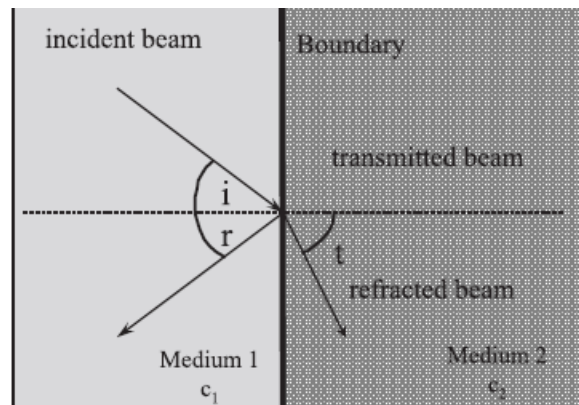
Reflexión y refracción de las ondas de ultrasonido. Cuando el ultrasonido incide de manera oblicua a la interfase de dos materiales de diferente impedancia acústica, la onda se refleja y se transmite como se muestra: i : ángulo de incidencia; r : ángulo de reflexión; t : ángulo de refracción; c_1 : velocidad del sonido en el medio 1; c_2 : velocidad del sonido en el medio 2. Tomado de Aldrich, 2007
